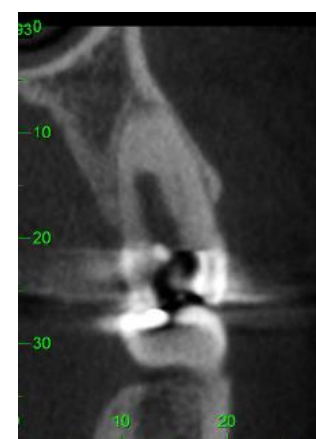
Tomografia computadorizada de feixe cônico de acompanhamento após 12 meses do selamento da perfuração radicular. Corte parassagital mostrando reparo ósseo na região da perfuração.
